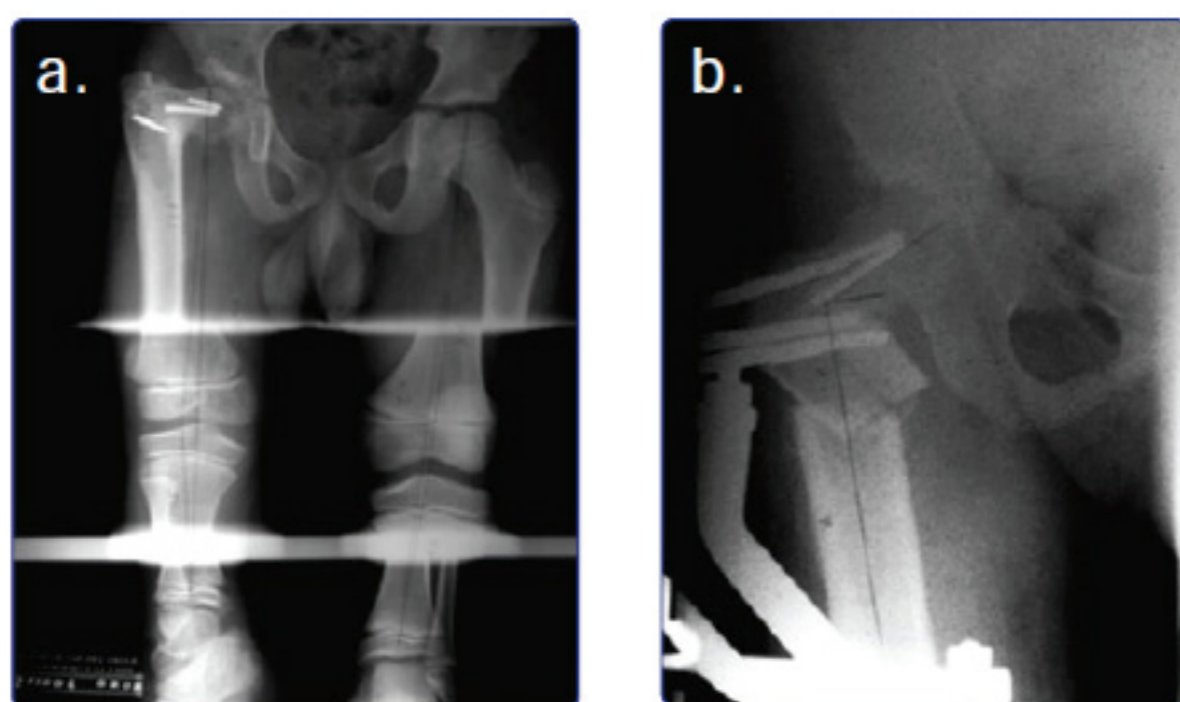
Paciente RC, segundo tiempo quirúrgico. a) Radiografía test de Farill que muestra coxa vara recidivante y discrepancia de 4 cm. b) Osteotomía valguizante con fijador. c) Alargamiento femoral y osteotomía valguizante con tutor de Ilizarov. d) Discrepancia final de 2 cm. e) Movilidad posterior a cuadricepsplastia.
